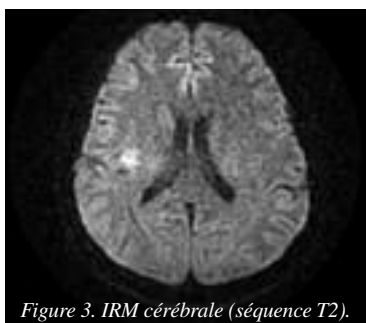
IRM cérébrale (séquence T2).
